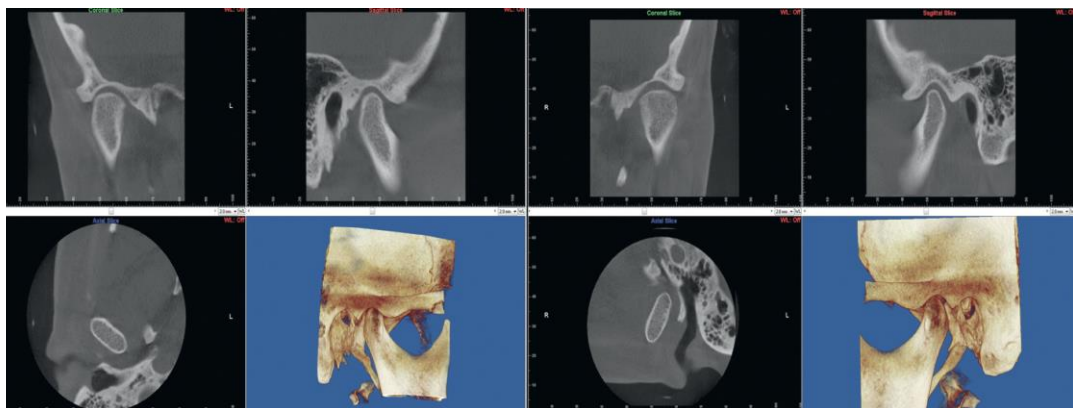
Imágenes obtenidas de una tomografía computarizada para observar la articulación temporomandibular.
